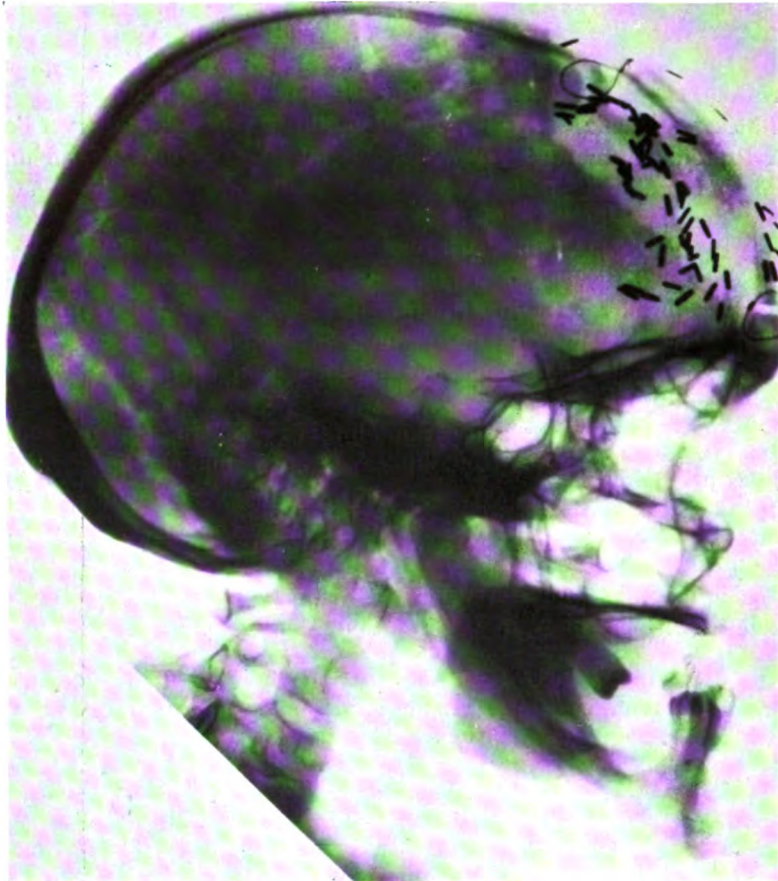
Radiographie de profil après l'intervention. Le volet osseux est en place, fixé par un fil de bronze.
